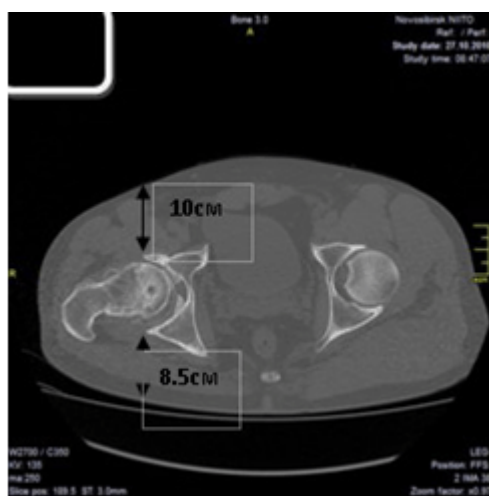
Расстояние от края вертлужной впадины до кожных покровов передней и задней поверхности тела на МСКТ при ретроположении проксимального отдела бедренной кости
